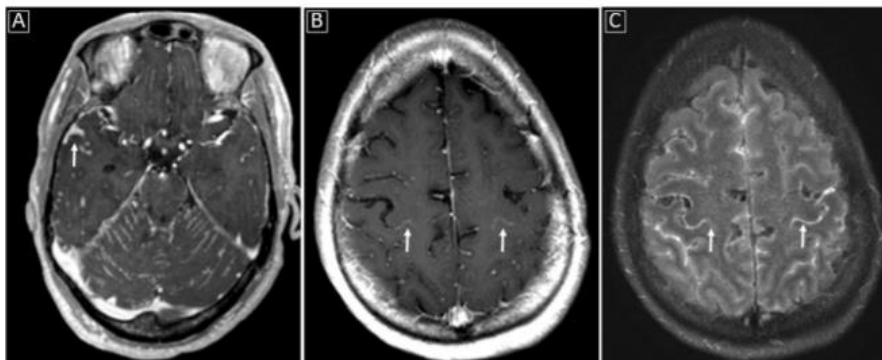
Ejemplos de afectación meníngea en la criptococosis del SNC: (A) Mejora meníngea anormal a lo largo de la folia cerebelar, así como a lo largo de los surcos dentro de la fosa craneal media (flecha blanca) en Imagen ponderada T1; (B y C) Mejora meníngea de Sulcal especialmente delineando la central (flechas blancas) y surcos poscentrales en imágenes mejoradas de FLAIR ponderadas en T1 y mejoradas obtenidas cerca de la convexidad
